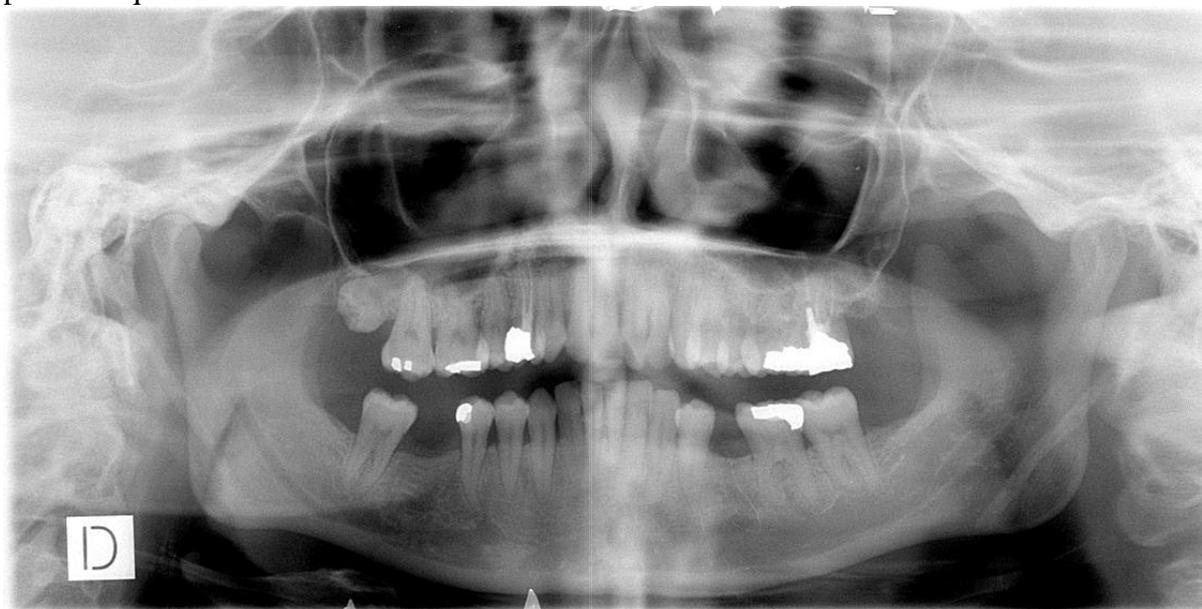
Radiographie panoramique de la patiente. CHU de Nantes
